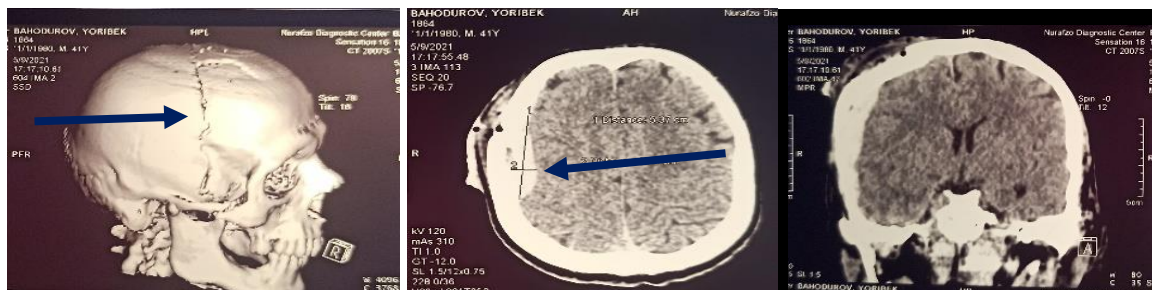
Компьютерная томография. Вдавленный компрессионный перелом лобной кости справа, с переходом на линейный перелом височной кости справа. Эпидуральная гематома лобно-теменно-височной области справа. Ушиб мягких тканей лобно-височной области справа
